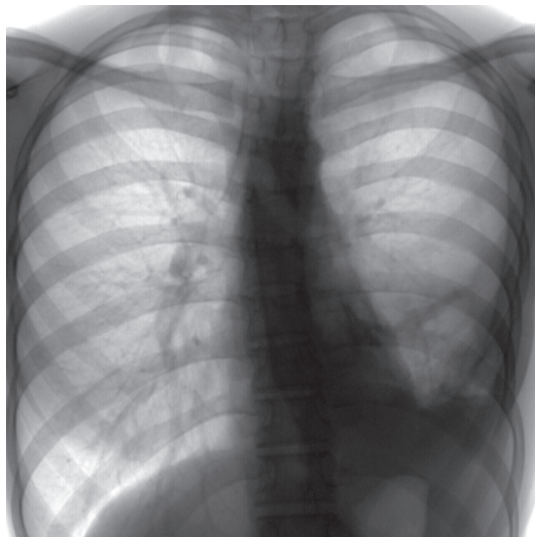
Рентгенограма ОГП хворої К. в прямій проекції (позитив) при надходженні
